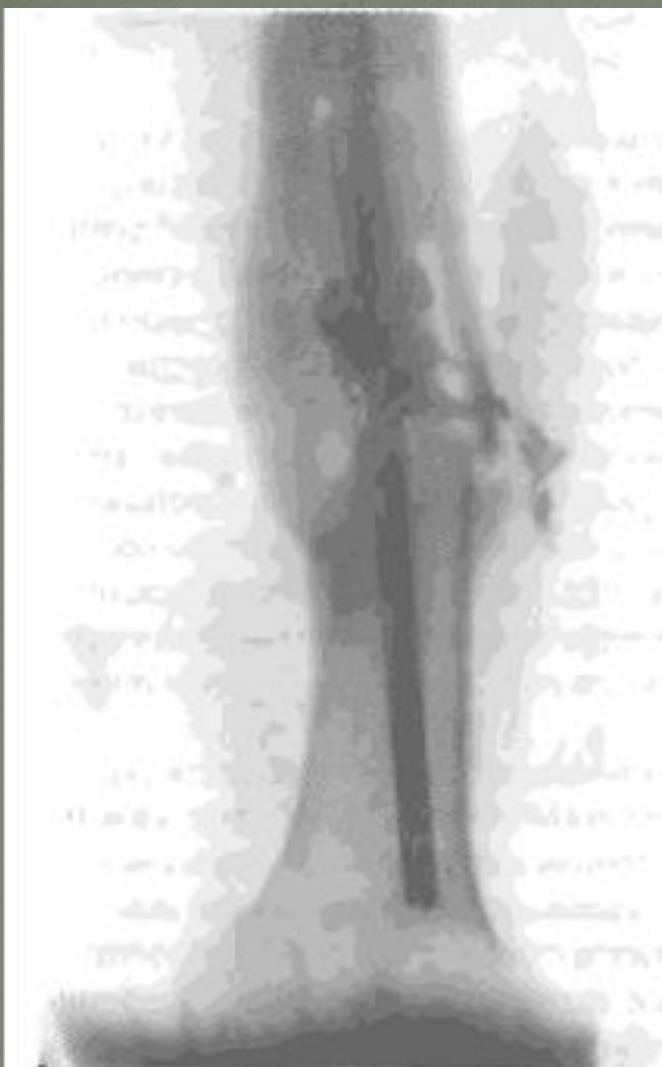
Посттравматический остеомиелит. Рентгенограмма левого бедра.
